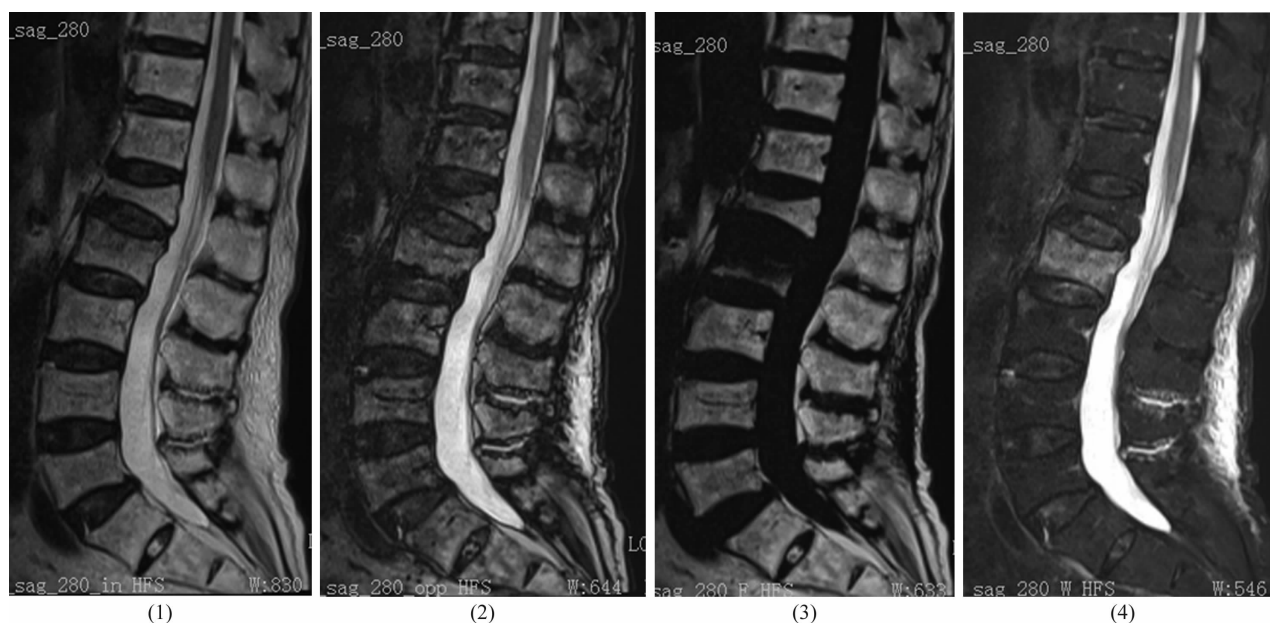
L₂ 椎体压缩性骨折 MRI 水-脂分离 Dixon 技术获取图像
